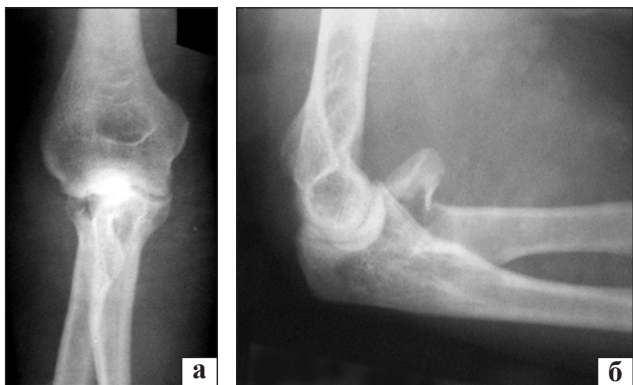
Рентгенограммы локтевого сустава в прямой (а) и боковой (б) проекции. Перелом головки и шейки лучевой кости со смещением основного фрагмента головки кпереди и разворотом его на угол, близкий к 45°
